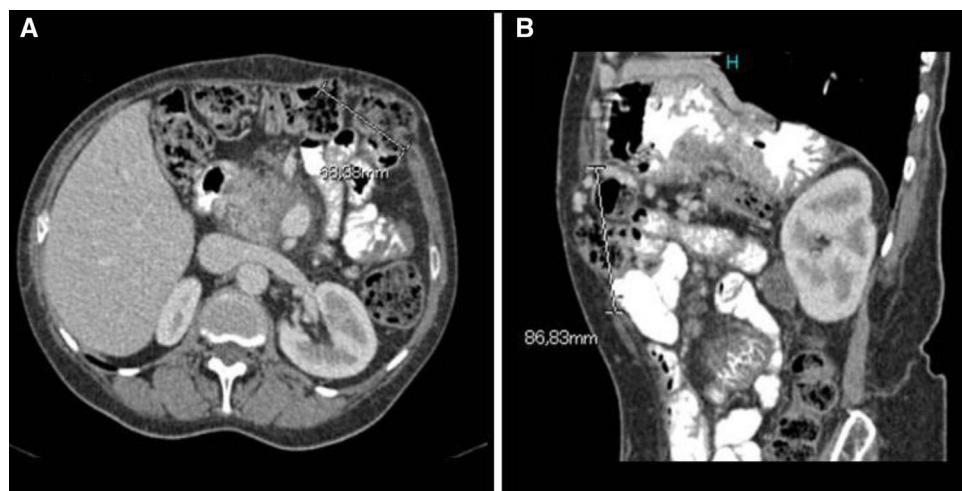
Visión axial (A) y parasagital (B) de TC abdominal: eventración subcostal antes de la reparación.
